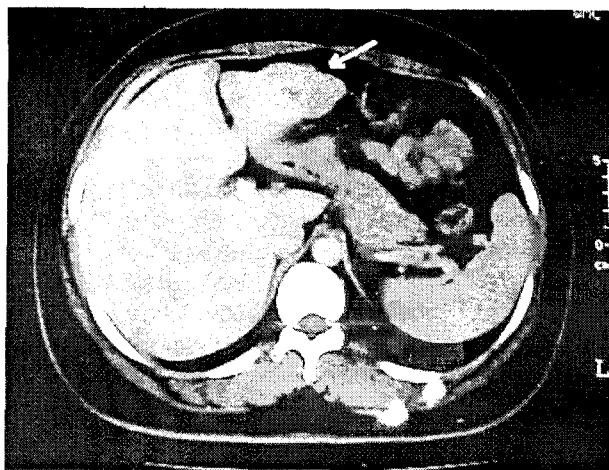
Hiperplazie nodulară focală – TC.
